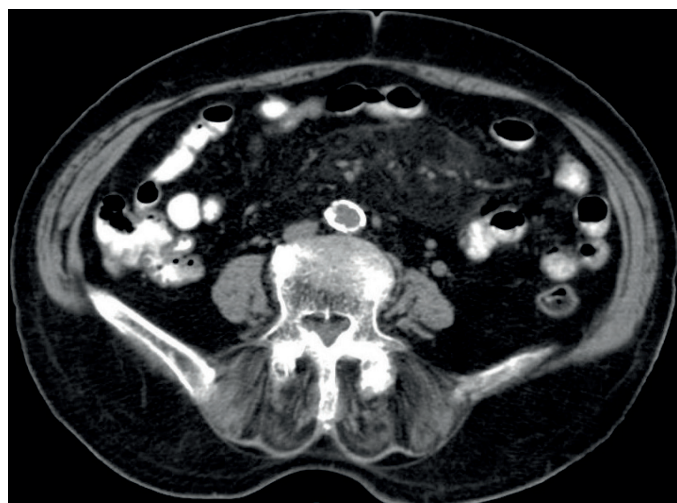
TC abdominal confirmando a densificação acentuada da raiz do mesentério, de limites bem definidos, compatível com paniculite.
